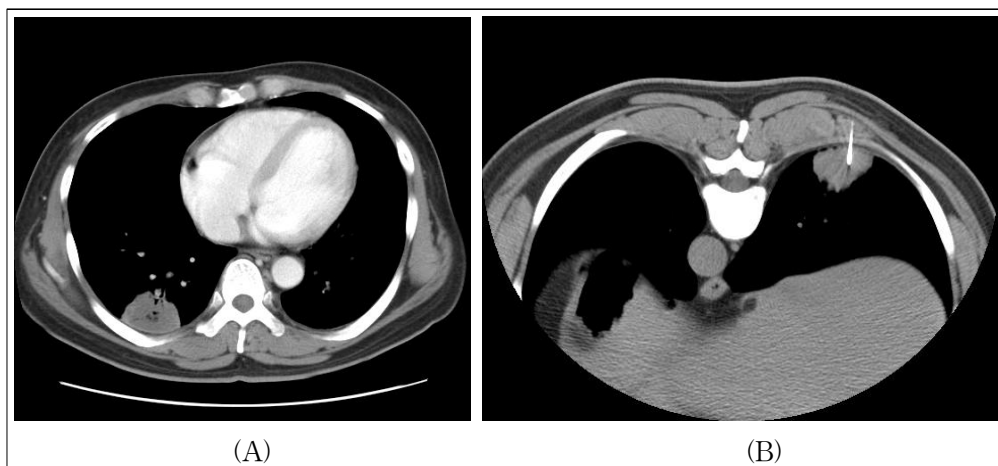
(A) The chest CT showed a 4.5cm-sized nodular lesion in the posterobasal segment of the right lower lobe. (B) A CT-guided transthoracic core needle biopsy for that nodule was performed in the prone position.
